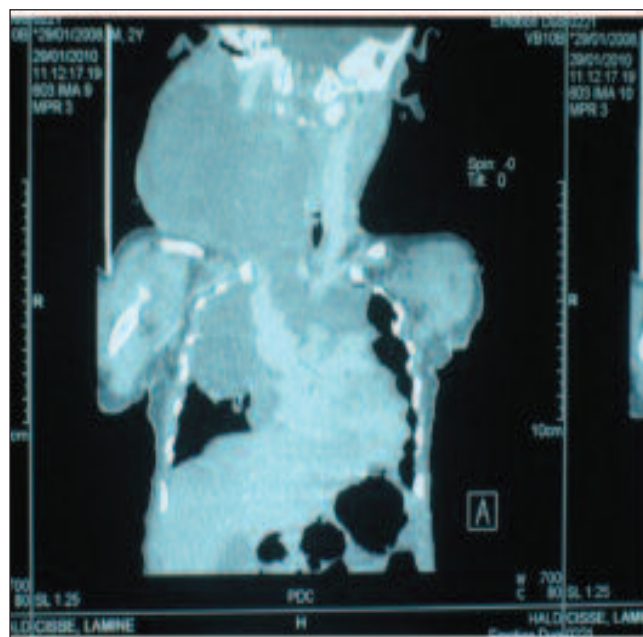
TDM cervico-thoracique en coupe coronale objectivant une masse kystique cervico-médiastinale engainant les gros vaisseaux du cou et du thorax
